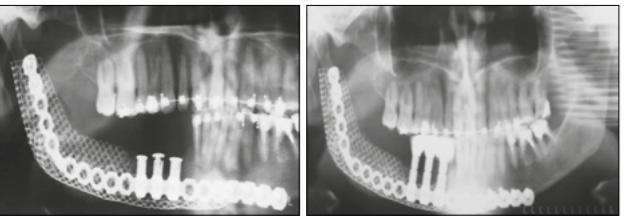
Ортопантомограммы пациентки М. после изготовления ортопедической конструкции
